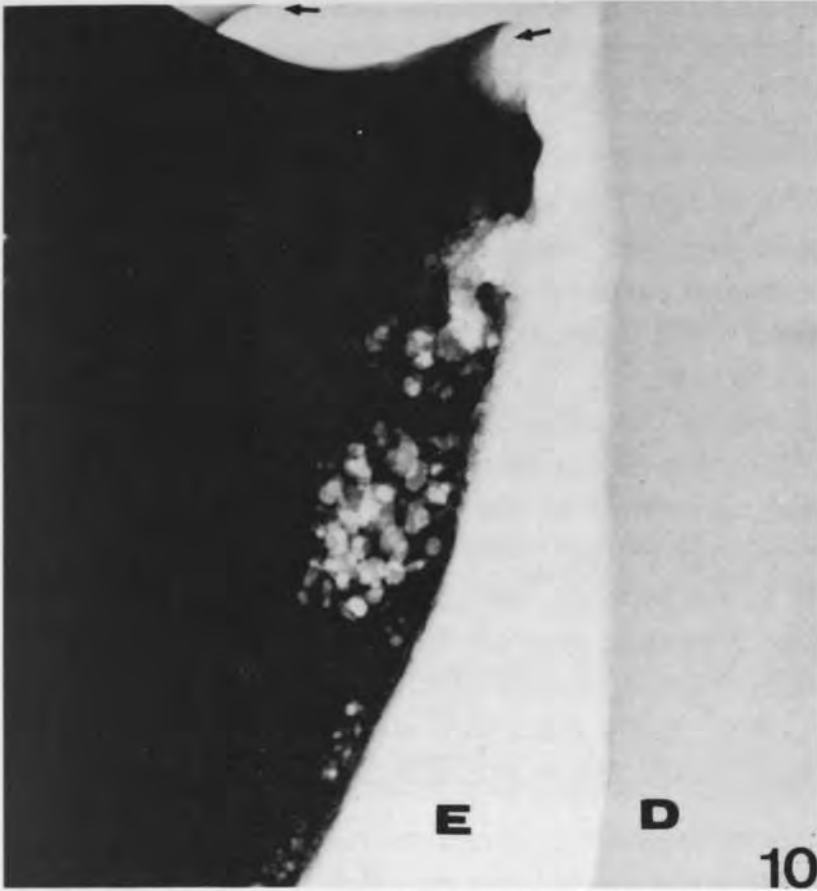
Incisive latérale supérieure surnuméraire. Importante hypoplasie de l'émail avec calcoglobules. E: émail. D: dentine. Flèches: microhypoplasies. Microradiographie  $\times 180$ .
